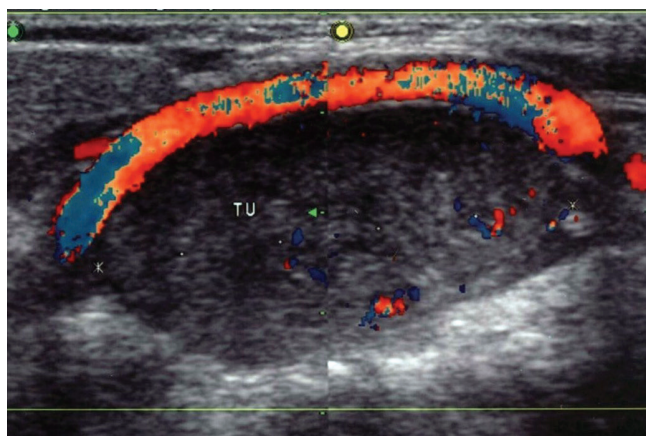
Badanie metodą dopplera mocy wykazuje obecność licznych naczyń w obrębie przyzwojaka podziału tętnicy szyjnej wspólnej
